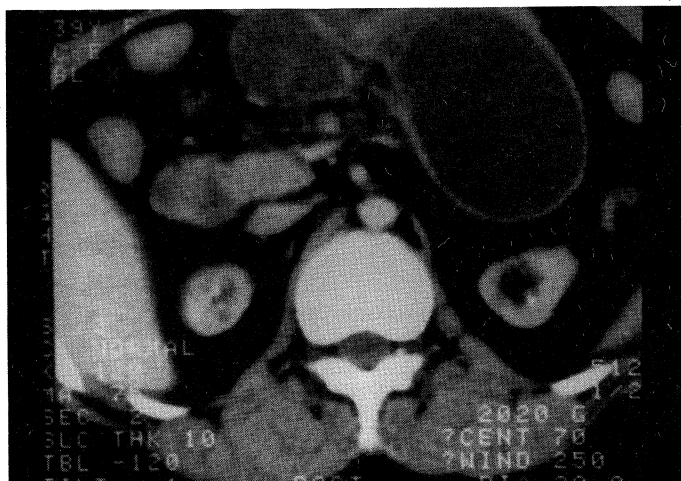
Abdominal CT on the 90th day after admission
